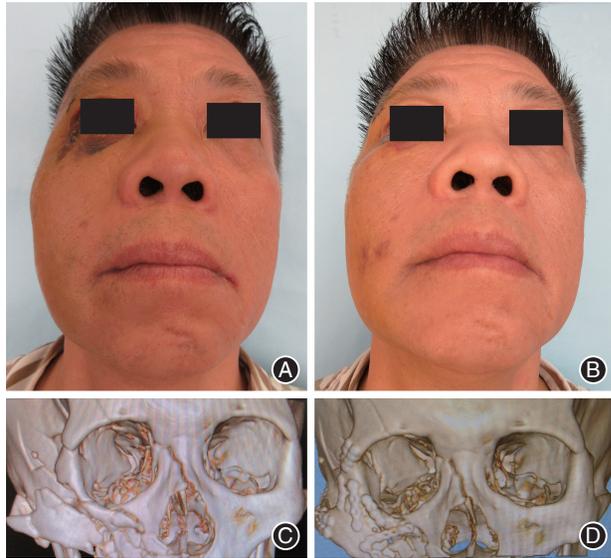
典型病例颧骨复合体骨折术前、后面部照片及CT影像 A:术前面部照;B:术后面部照片;C:术前CT;D:术后CT
